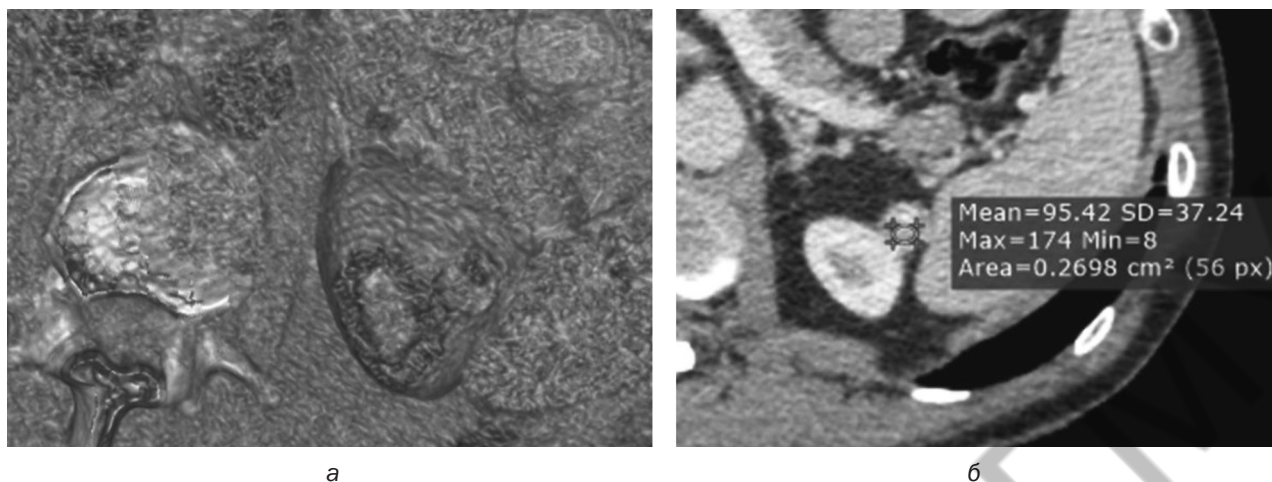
Пациент К., 61 год, история болезни № 17560-715. МСКТ левой почки. Определяется четкая псевдокапсула, плотность очага – 95 ед. Н. (а – 3D-реконструкция; б – нефрографическая фаза, аксиальный скан)
